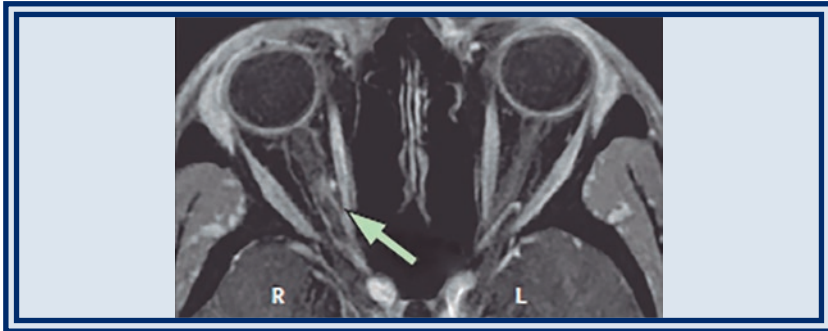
RM-Órbitas T2 axial: Hipersinal em T2 do nervo óptico direito (cortesia do Dr. Bruno Di Muzio, Radiopaedia.org, rID: 43363).
